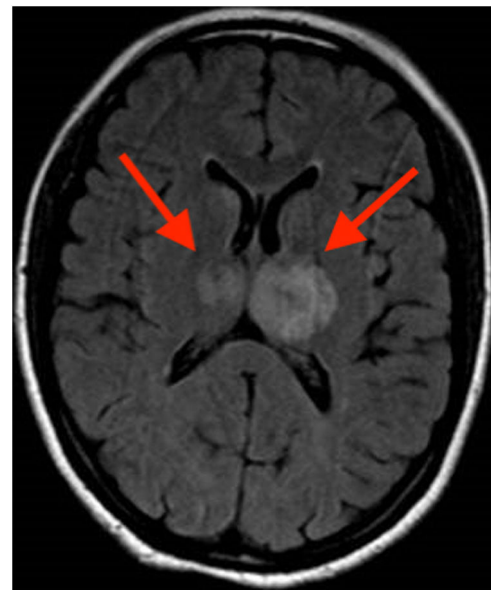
Imagen de RM cerebral potenciada en T2 donde se objetivan lesiones hiperintensas asimétricas en ambos tálamos (flechas).
